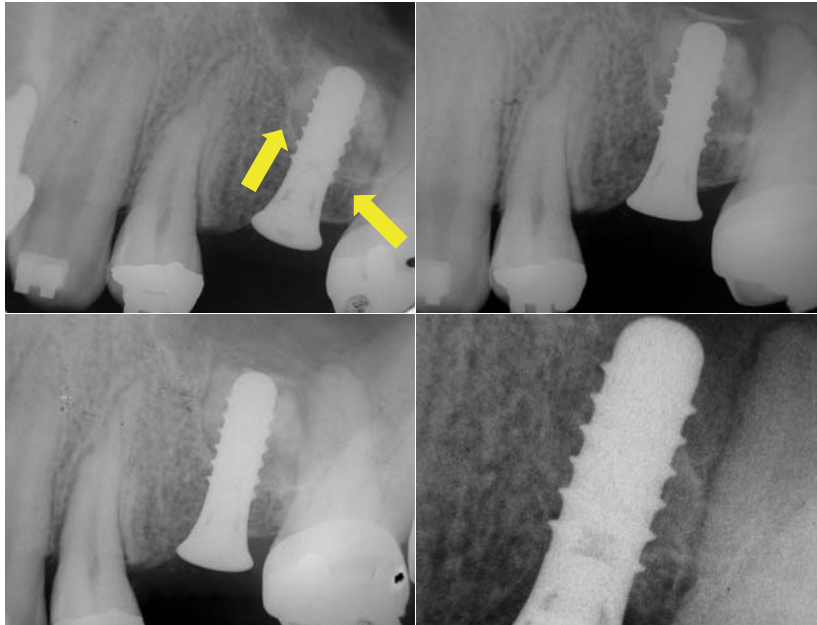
Röntgenaufnahmen 30, 60, 120 und 180 Tage nach dem Eingriff (Fall 1).
